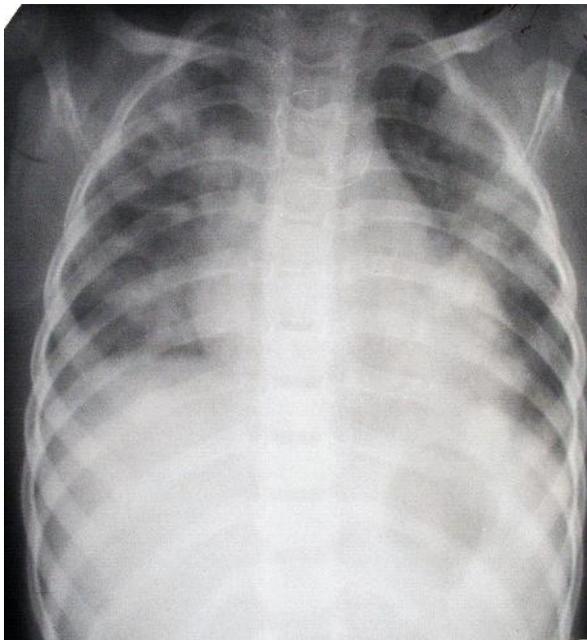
Обзорная рентгенограмма ОГК, прямая проекция (20.02.2007 г.).
